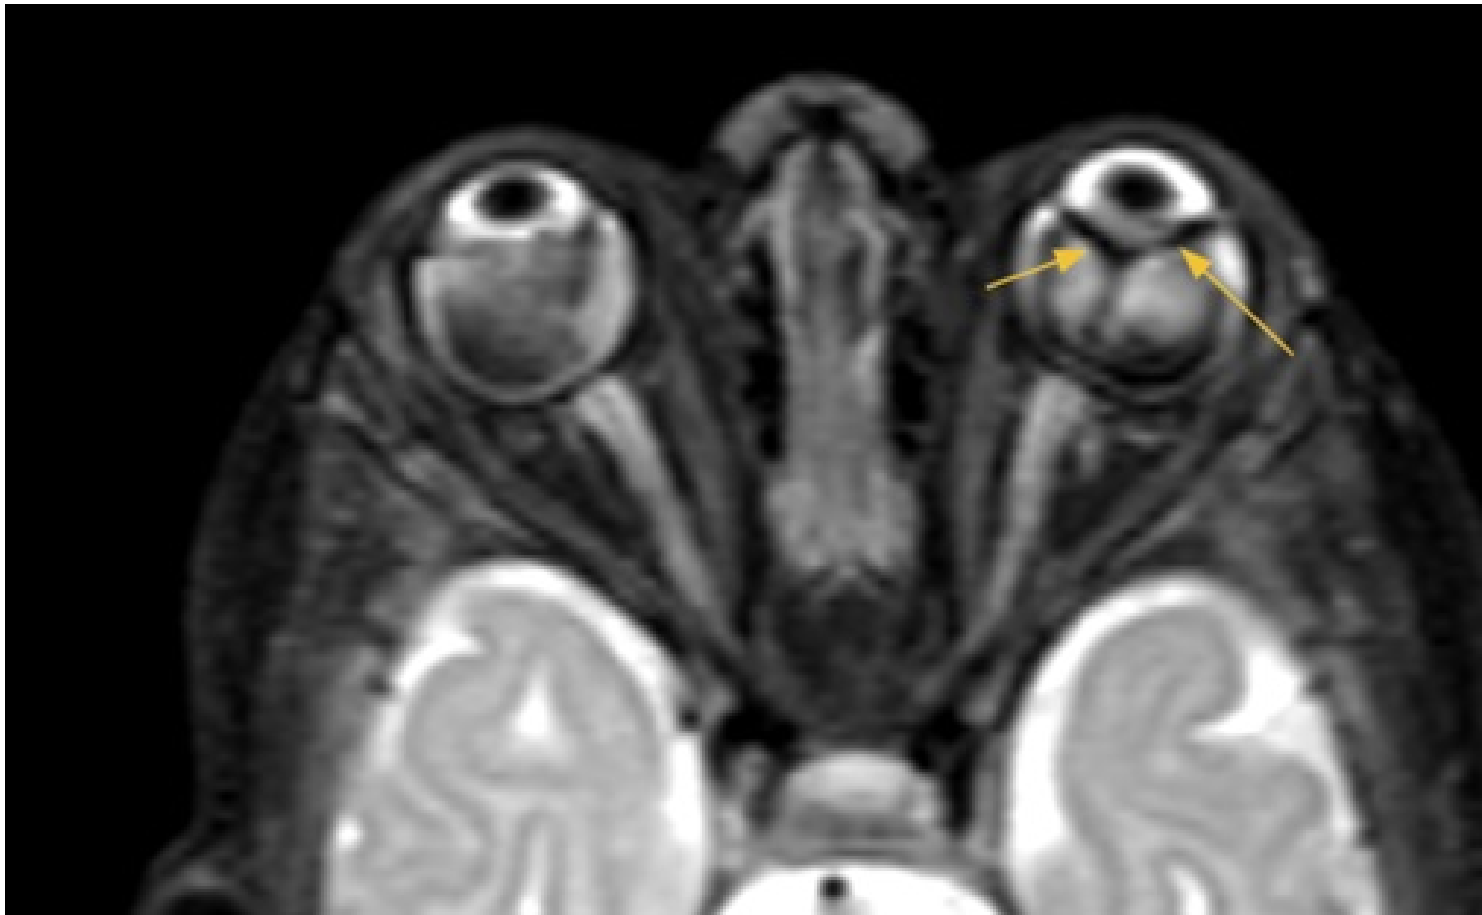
RM de órbitas. Sequência T2 SPIR no plano axial demonstra leve redução nas dimensões dos globos oculares e destacamento dos folhetos retinianos (setas), além de hemorragias/exsudatos nos espaços subretinianos.
